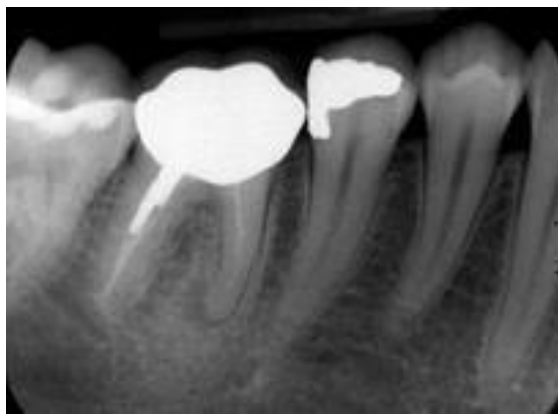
Radiografía de ensanchamiento del espacio del ligamento periodontal de la pieza dentaria 46. ⁽¹²⁾
